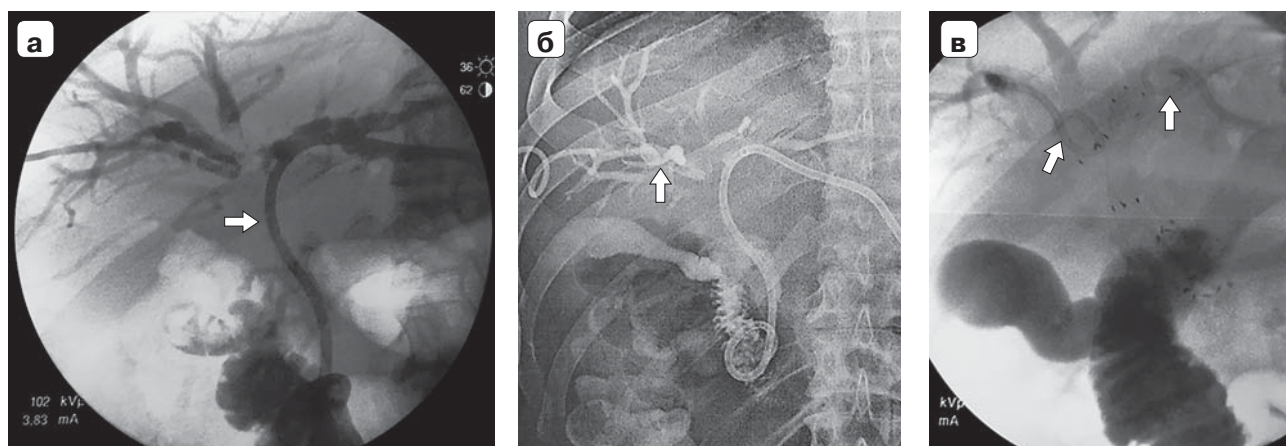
Холангиограмма. Чрескожная чреспеченочная холангиостомия под контролем УЗИ и РТВ: а — доступ через левую долю печени, установлен дренаж для наружновнутреннего желчеотведения (указан стрелкой); б — доступ через правую долю печени, установлен дренаж для наружного желчеотведения (указан стрелкой); в — через правую и левую долю Y-образно установлены два ПНС; в протоки правой и левой доли печени над проксимальными отделами ПНС установлены страховочные дренажи, контрастный препарат свободно поступает в ДПК.
